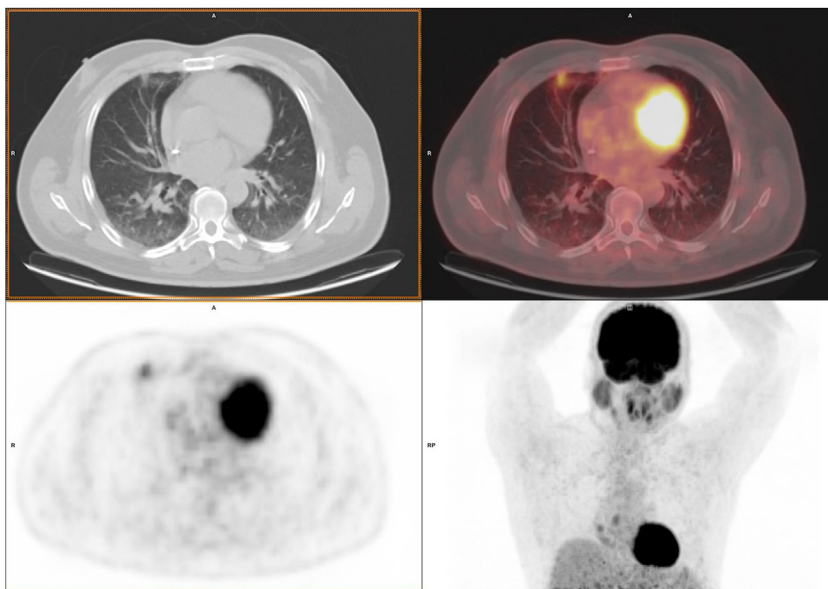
Corte axial de TC, PET/TC, PET e imagen MIP del paciente varón de 52 años, que se realiza el estudio para estadificar un cáncer gástrico de diagnóstico reciente. Presenta un infiltrado en vidrio deslustrado en el lóbulo medio. En los días posteriores desarrolló un cuadro de febrícula y tos. Realizó aislamiento domiciliario. No se realizó PCR.
